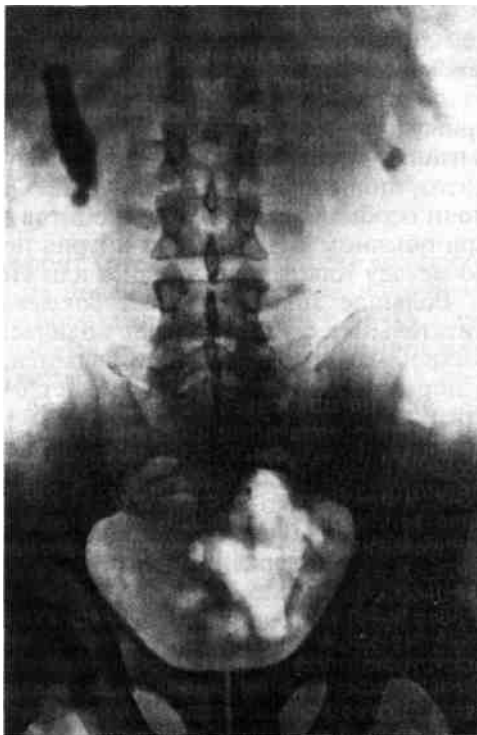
Обзорная рентгенограмма. Камни в обеих почках.
